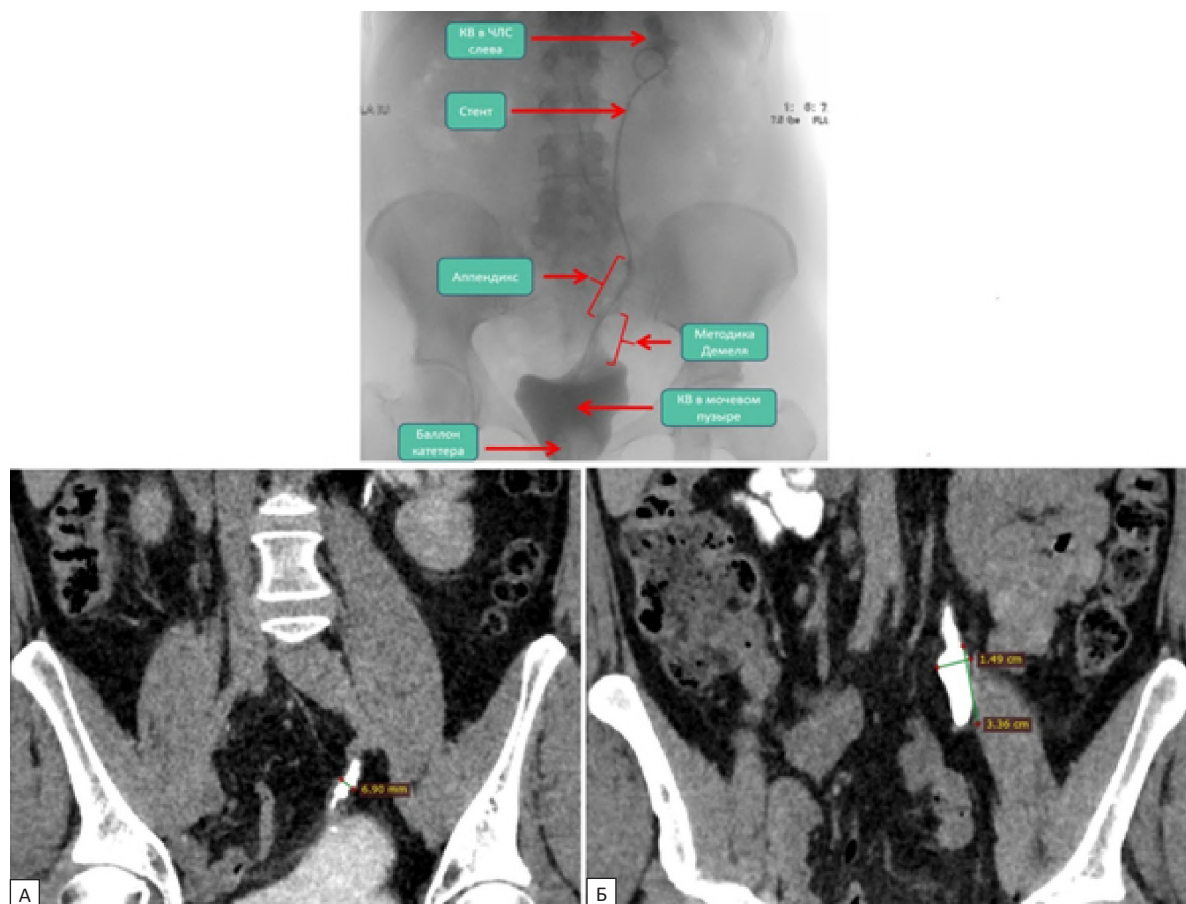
Контрольное обследование: а — послеоперационная ретроградная цистография; б — КТ через 12 мес.: левый мочеточник проходим на всём протяжении
